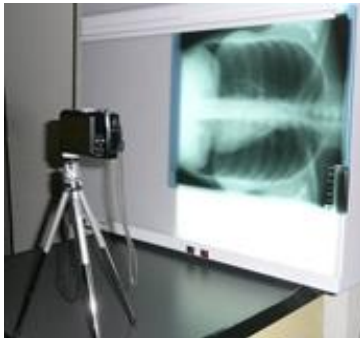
Оборудование для цифровой фотосъемки рентгенограммы грудной полости – подготовка материалов к фтизиатрическому телемедицинскому консультированию<sup>385</sup>
